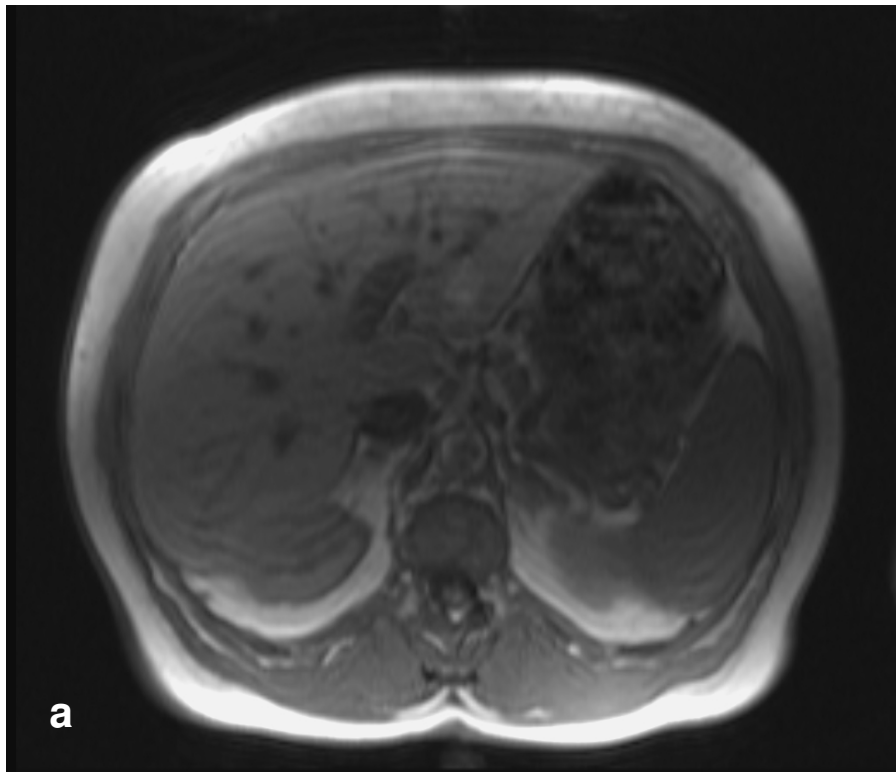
a, b: Fall 3 - Geringer Signalabfall der Nebennieren-Raumforderung linksseitig in der MRT(181 auf 116)
